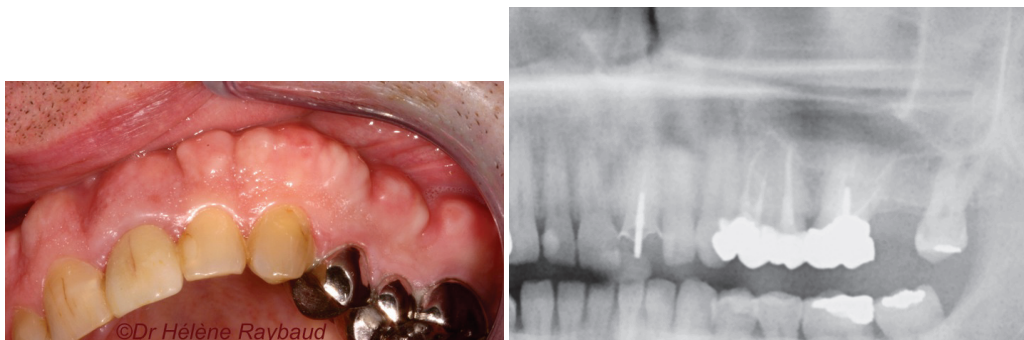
Exostoses maxillaires : vue clinique et radiographie (Dr H. Raybaud)
